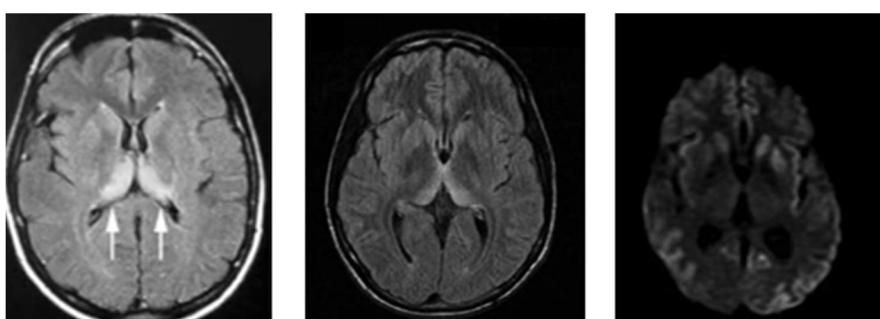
Imágenes de RM en vECJ secuencia FLAIR, 1) Hiperintensidad bilateral y simétrica de la región posterior del tálamo «signo del pulvinar» 2) demuestra hiperintensidad en los núcleos talámicos dorsomediales y pulvinar bilateralmente signo de «palo de hockey» 3) Imagen de RM en ECJ secuencia DWI, muestra una señal hiperintensa en las cabezas de ambos núcleos caudados y putamen (a la izquierda más que a la derecha) (19).
